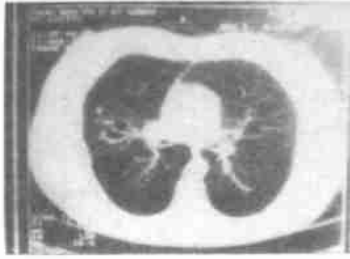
支气管扩张 CT 像 WW 1200 HU, WL - 600 HU
